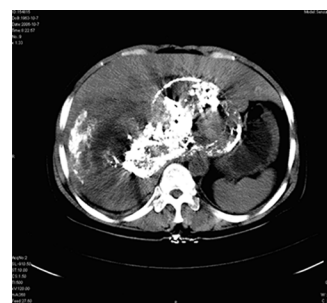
第 2 次介入治疗后 30 d 复查 CT 表现, 原病灶左侧碘油缺损区域内充满大量碘油, 积聚好, 并见坏死灶
